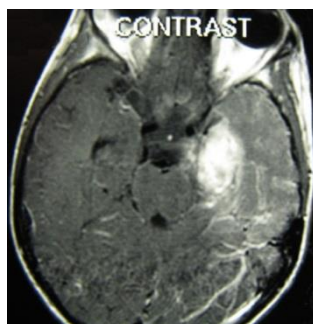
МРТ пациента А., 5 лет, с диагнозом герпетический менингоэнцефалит. T1-ВИ. Постконтрастное изображение
